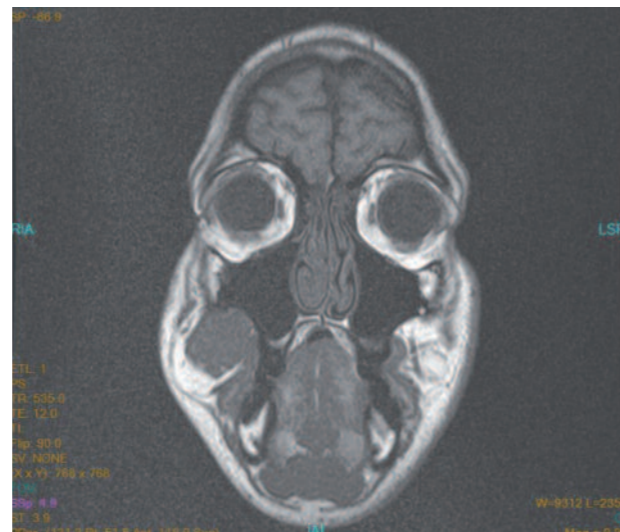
RMN. Corte coronal.
